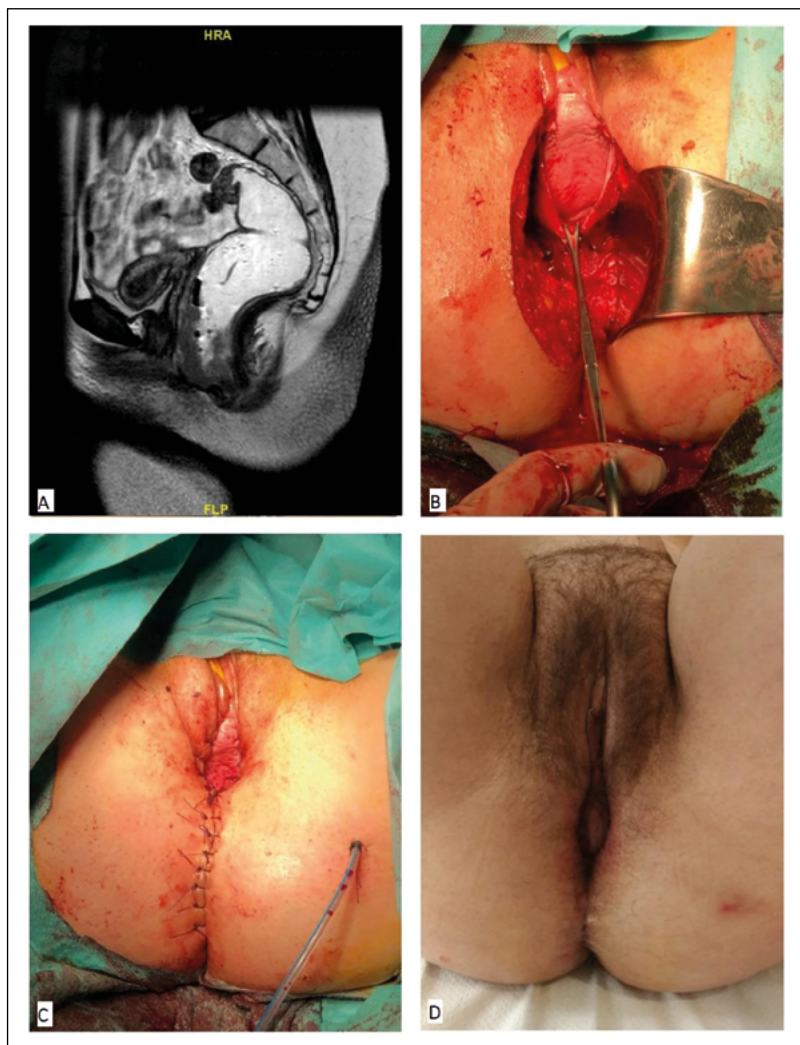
A. RM previa a la intervención quirúrgica. B. Disección durante la cirugía. C. Resultado final tras la cirugía. D. Resultados meses después de la intervención.
